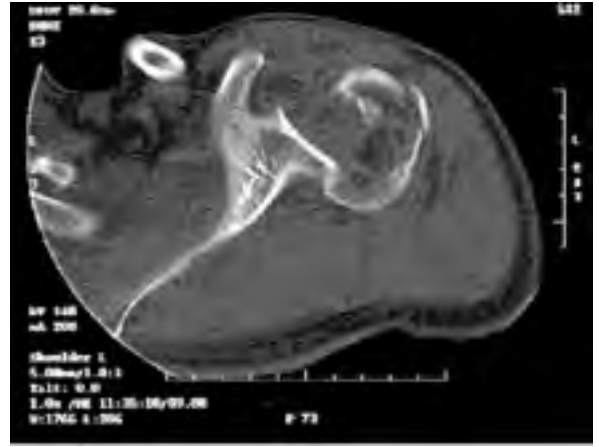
TC: Fractura-luxación de hombro izquierdo.
